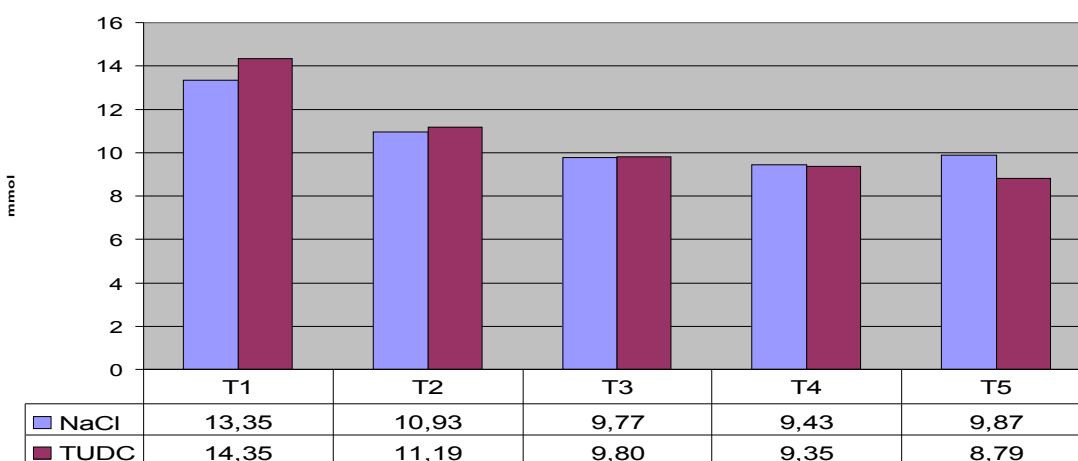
Konzentrationsverlauf TC (T1-T5) bei den in die Varianzanalyse einbezogenen Tieren ($p=0,973$)
